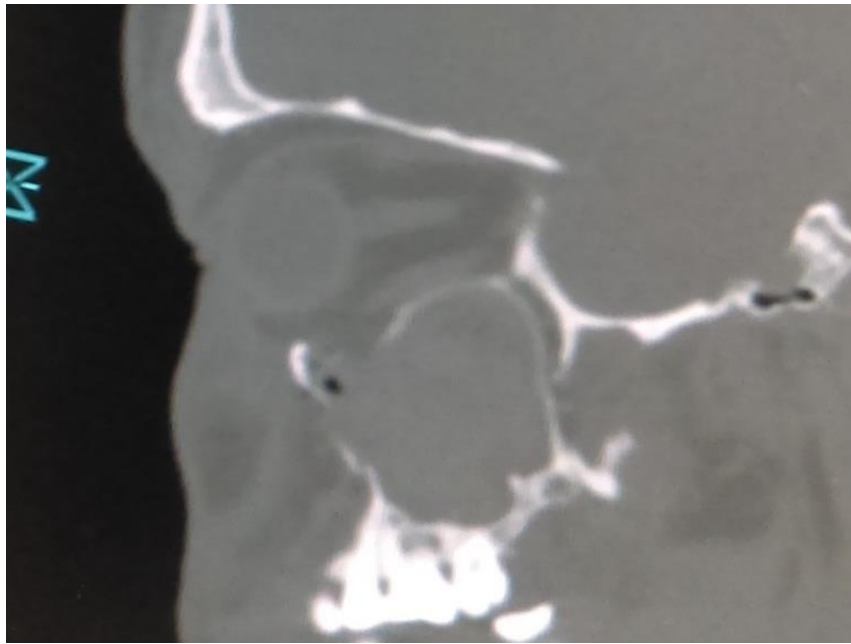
Сагиттальный срез КТ пациента Д., ИБ № 44983. На снимке представлен перелом нижней стенки орбиты в переднем ее отделе в сочетании с гемосинусом (наличием крови в полости верхнечелюстной пазухи на стороне повреждения)
